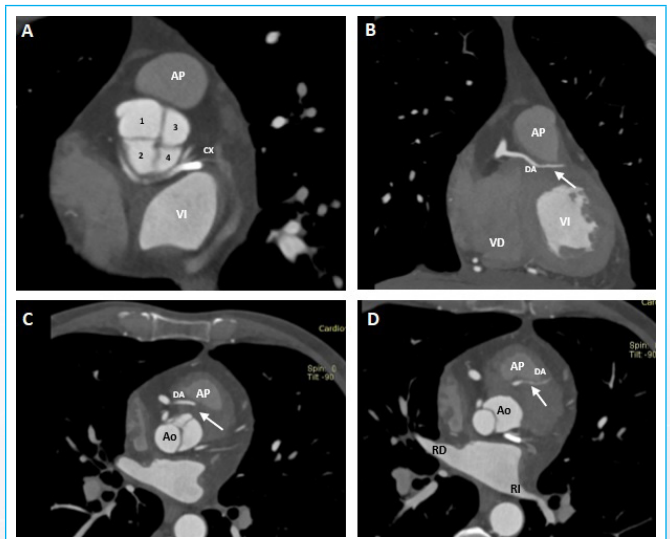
Angiotomografía coronaria. A: Se observa válvula aórtica cuatricúspide. B-D: Trayecto inter-arterial de arteria descendente anterior (flecha).
